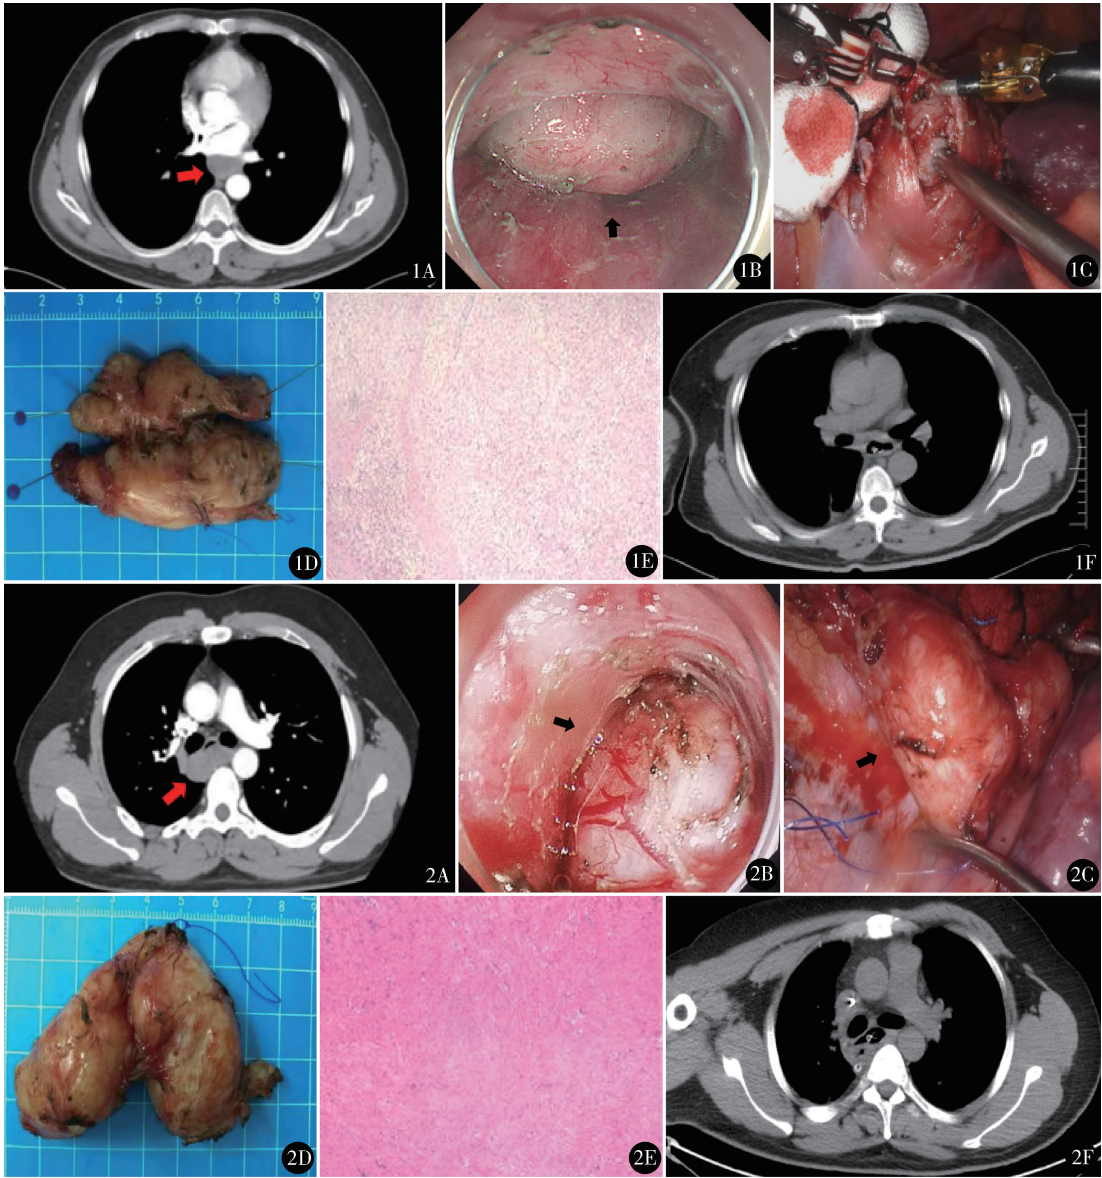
例 1 资料:A. 术前 CT 提示食管肿瘤紧邻心脏、胸主动脉;B. 内镜下分离平滑肌瘤与黏膜间隙(箭头所示为食管平滑肌瘤);C. 机器人辅助胸腔镜分离瘤体与食管肌层间隙;D. 大体标本;E. 镜下见梭形细胞肿瘤,诊断为平滑肌瘤(HE 染色 $\times 40$);F. 术后 1 周拔除营养管前 CT 提示食管平滑肌瘤术后,食管内可见高密度影,其余未见异常 图 2 例 2 资料:A. 术前 CT 提示食管肿瘤紧邻左右气管分叉、奇静脉、胸主动脉;B. 内镜下分离平滑肌瘤与黏膜间隙(箭头所示为食管平滑肌瘤);C. 机器人辅助胸腔镜分离瘤体与食管肌层间隙(箭头所示为食管平滑肌瘤);D. 大体标本;E. 镜下见梭形细胞肿瘤,诊断为平滑肌瘤(HE 染色 $\times 40$);F. 术后 1 周拔除营养管前 CT 提示食管平滑肌瘤术后,食管内可见高密度影,其余未见异常
